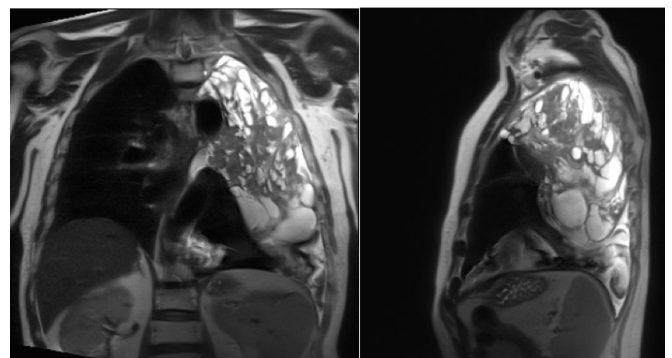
Ressonância magnética nuclear torácica onde se visualiza a lesão tumoral (corte coronal e sagital).
